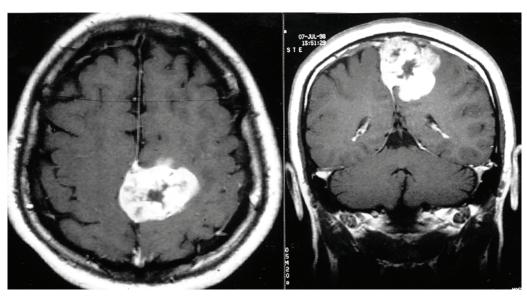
RM pré-operatória em T1, com infusão endovenosa de gadolínio, mostra massa expansiva parassagital posterior, multilobulada, com hipersinal periférico e hipossinal central, base de implantação no seio sagital superior à esquerda, ultrapassando a linha média e invandindo o seio sagital superior.
